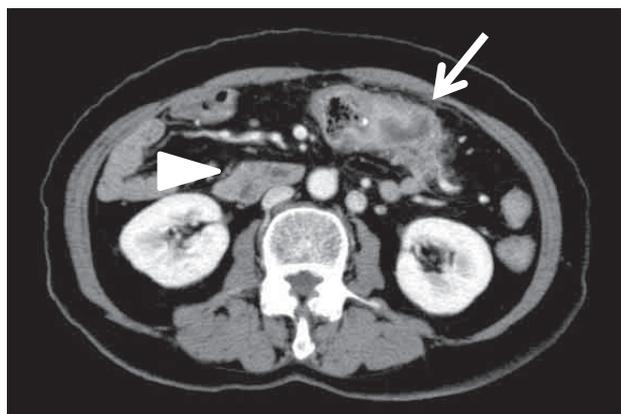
a, b 腹部造影 CT：横行結腸に周囲の脂肪組織濃度の上昇を伴う腫瘤を認めた (矢印)。上腸間膜血管の背側には十二指腸水平脚が認められなかった (矢頭)。
